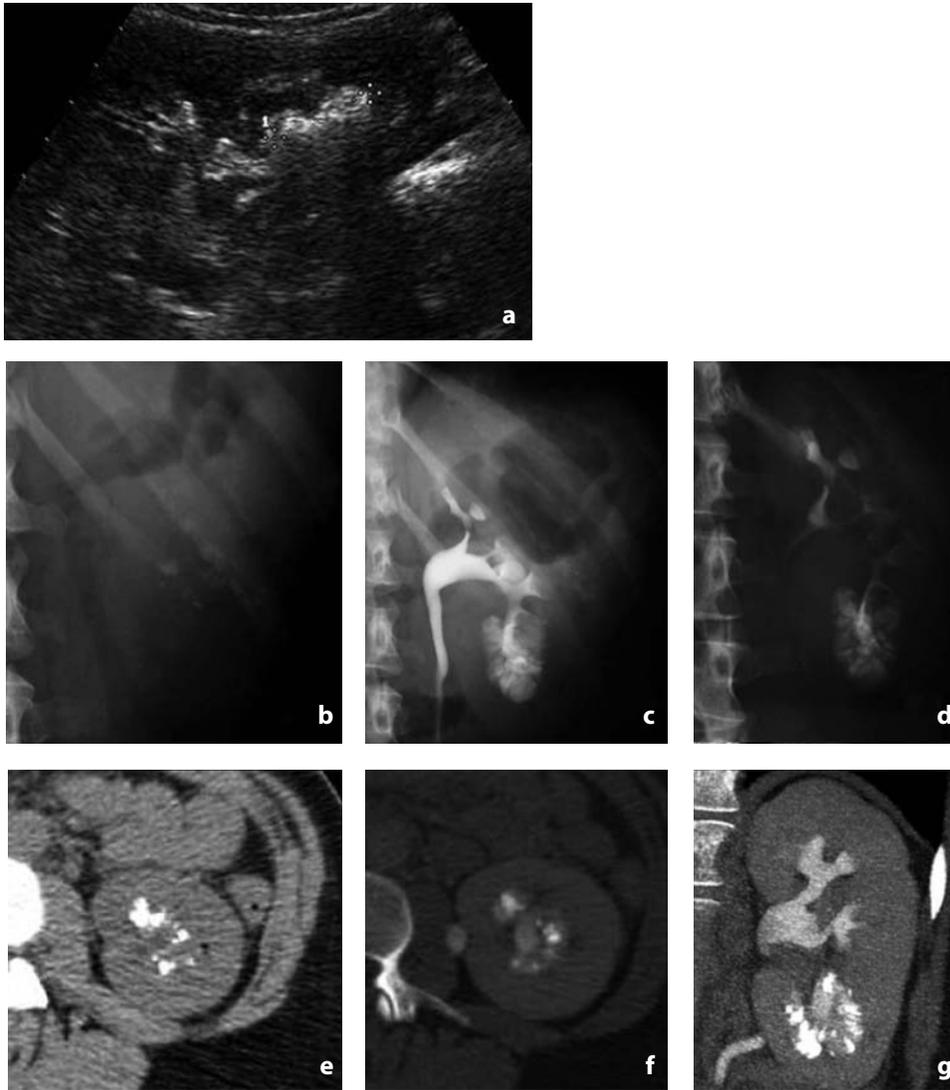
Ecografia, urografia e TC senza e con mezzo di contrasto. Rene a spugna. a All'esame ecografico si evidenzia immagine iperecogena, con sbarramento del segnale acustico posteriore di aspetto litiasico in corrispondenza del recesso sinusale inferiore del rene sinistro. b Al radiogramma diretto si identificano multiple minute calcificazioni che si proiettano contro il polo inferiore del rene. c In urografia, multiple immagini di plus a stria e a fiamma a monte dei calici minori inferiori in un quadro di rene a spugna. d Analogo aspetto si rileva in corso di nefrotomografia. Si noti la regolare morfologia dei fornicati caliceali. e Alla TC senza mezzo di contrasto si confermano le calcificazioni. f-g La successiva uro-TC a bassa dose ne dimostra la localizzazione al di fuori delle cavità calico-pieliche
